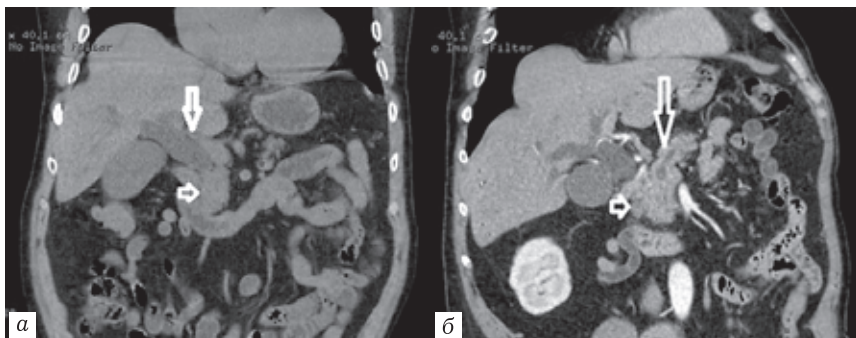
Компьютерные томограммы: *а* — мультипланарная реконструкции в коронарной проекции в нативную фазу. Признаки билиарной гипертензии (длинная стрелка), однородная структура головки поджелудочной железы (короткая стрелка); *б* — мультипланарная реконструкции в коронарной проекции в панкреатическую фазу. Паренхима головки равномерно накапливает контрастный препарат (короткая стрелка), опухоль не видна. От уровня перешейка расширен главный панкреатический проток (длинная стрелка)
